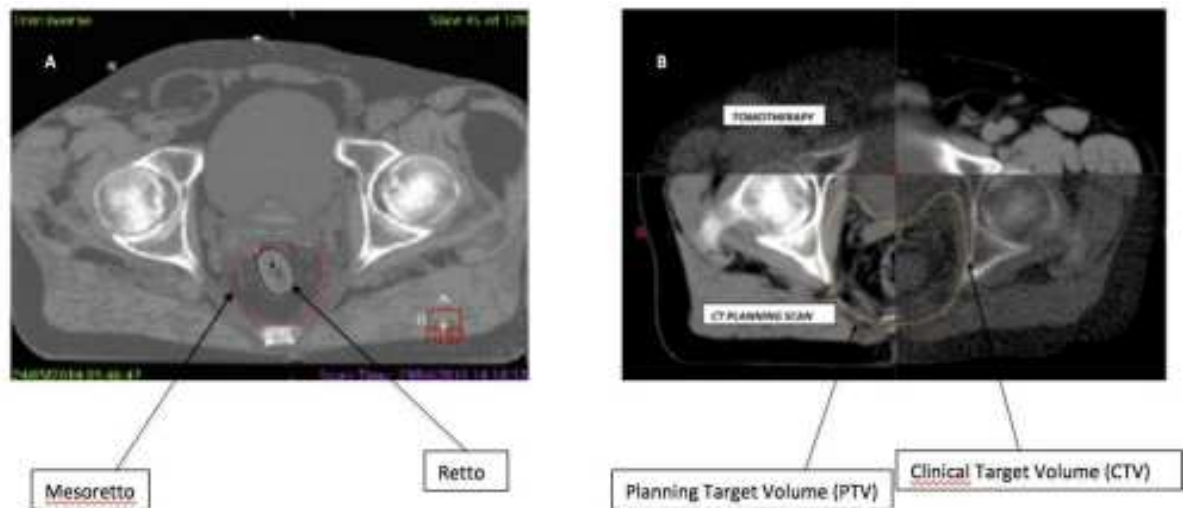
A: contornamento di retto e mesoretto su una CBCT;
